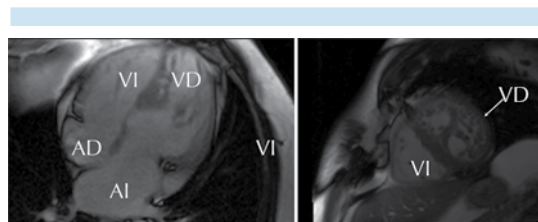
Tomografía cardiaca, corte de cuatro cámaras y en vía de salida del ventrículo derecho: implantación más apical de la válvula tricúspide. En el ventrículo derecho la banda moderadora. Las paredes más trabeculadas y la separación de la válvula tricúspide de la válvula pulmonar por el infundíbulo del ventrículo derecho. Conexión concordante: la aurícula derecha se conecta con el ventrículo derecho y la aurícula izquierda se conecta con el ventrículo izquierdo.
